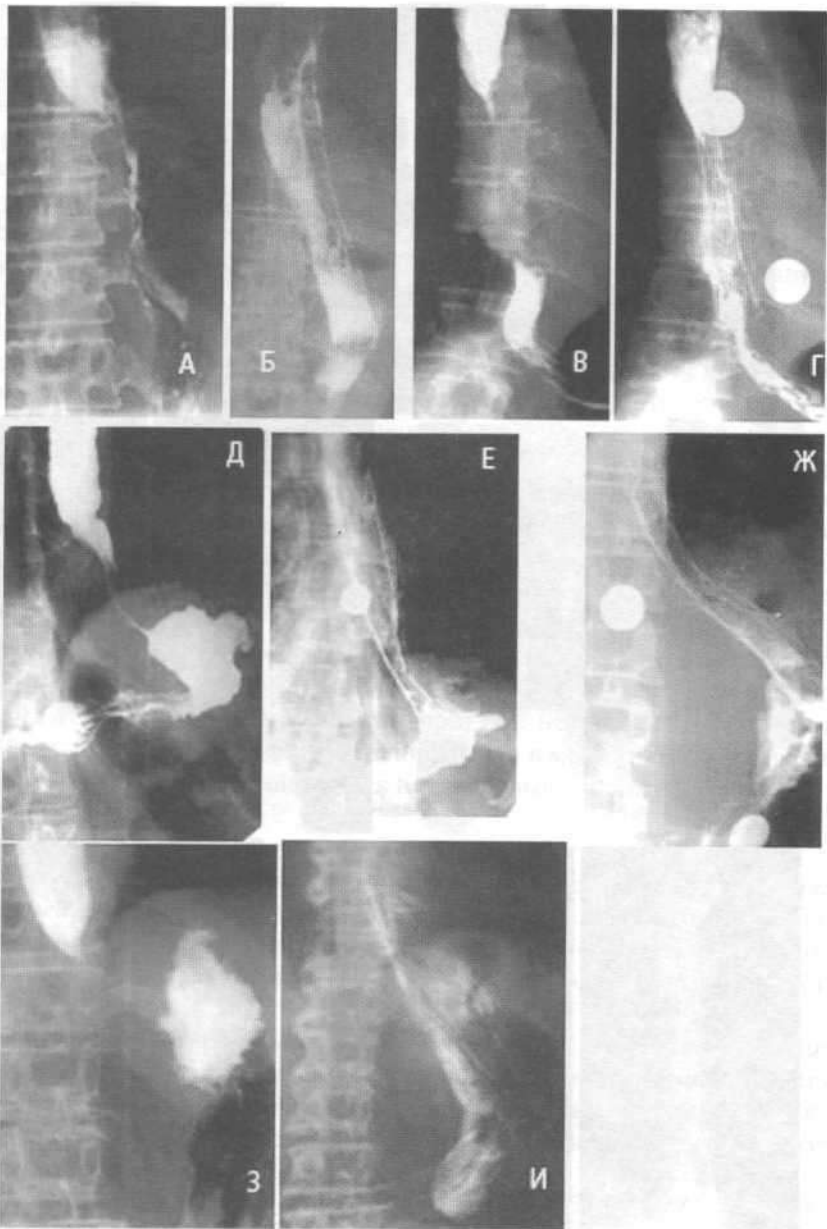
Стентирование при раке нижнегрудного отдела пищевода и кардиоэзофагеальном раке (рентгенограммы): А и Б — рак нижнегрудного отдела пищевода (до и после установки стента); В и Г — то же, другой пациент; Д и Е — кардиоэзофагеальный рак (до и после установки стента); Ж — то же, другой пациент (после установки стента); З и И — кардиоэзофагеальный рак (до и после установки третьего стента).
